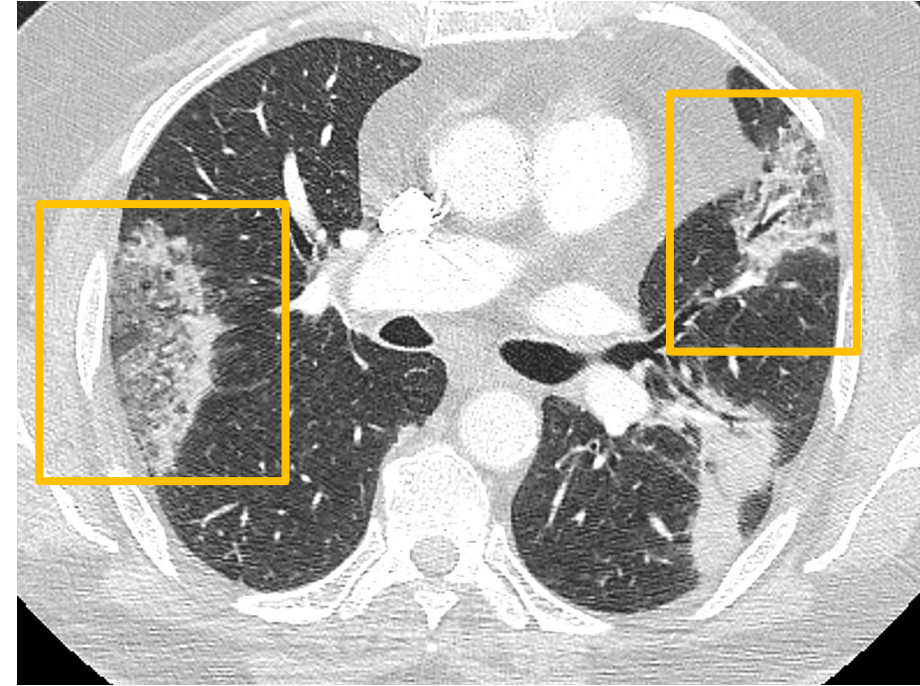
Corte axial de TC torácica con cambios de neumonía organizada secundaria a nivolumab.
